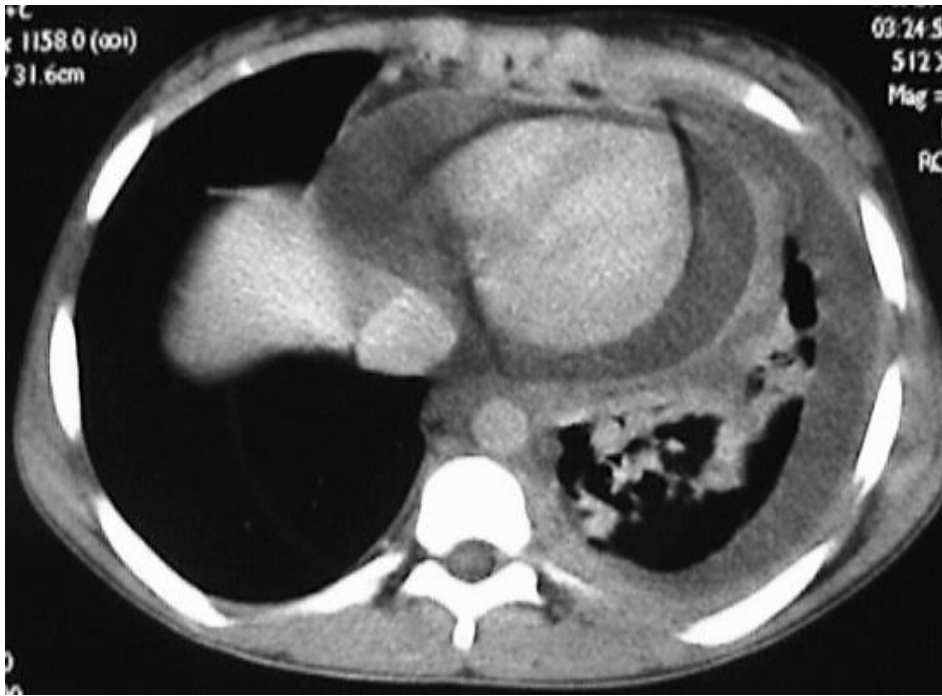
TDM thoracique coupe axiale C+ montrant un épanchement péricardique et pleural gauche avec condensation basale gauche.
